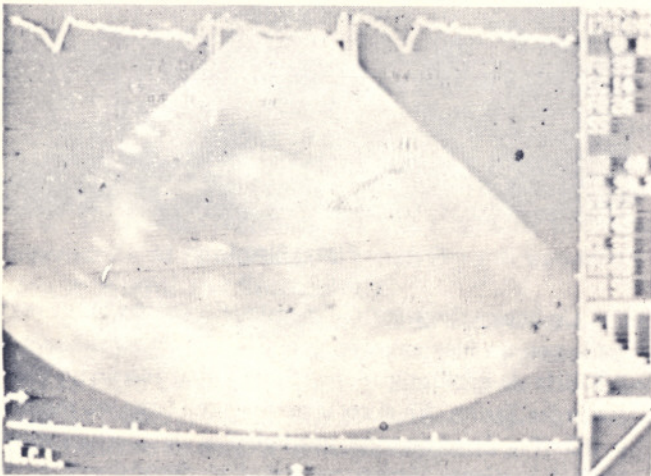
Ecocardiograma BD. Eje corto.
